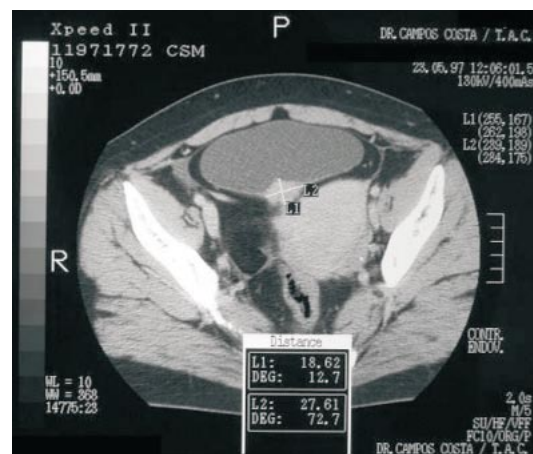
TC recidiva de endometriose vesical
